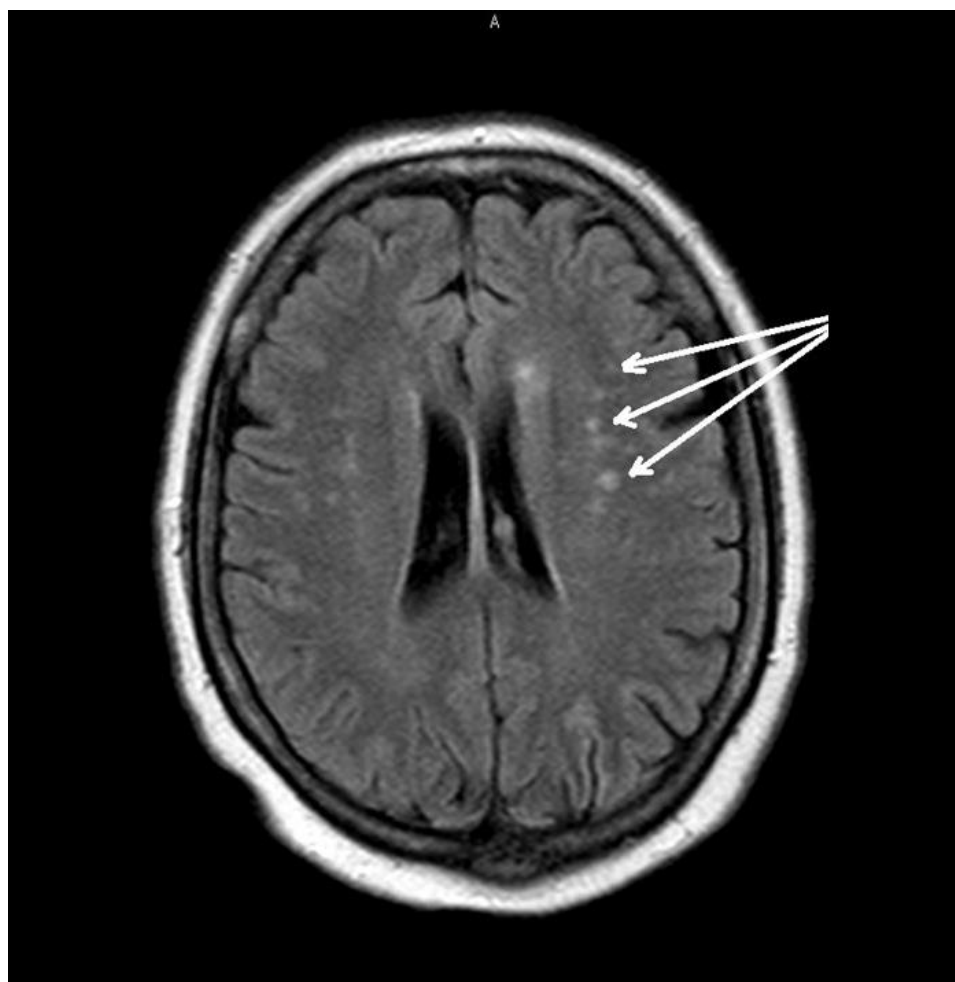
МРТ головного мозга: дополнительные, «свежие» очаги ишемии в левом полушарии головного мозга
